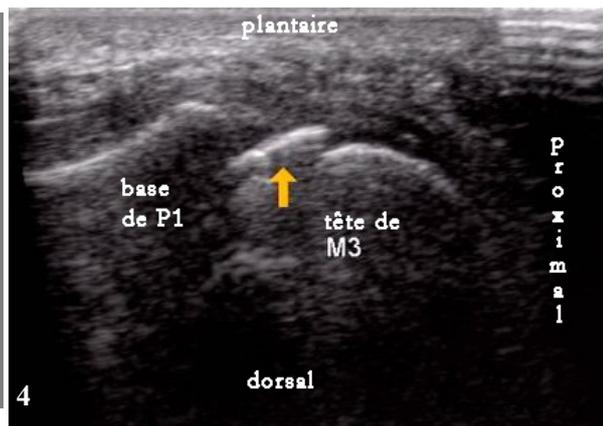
Coupe échographique sagittale plantaire de la troisième MTP, orteil en flexion dorsale. Image hyperéchogène (flèche)
